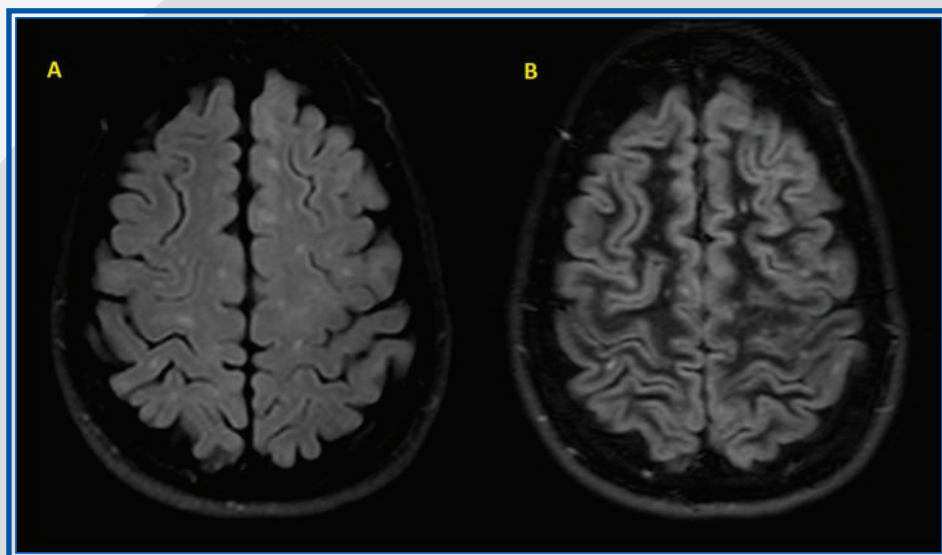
Capítulo 2. Imagen con secuencias FLAIR y DIR con lesiones hiperintensas de localización yuxtacortical e intracortical.
